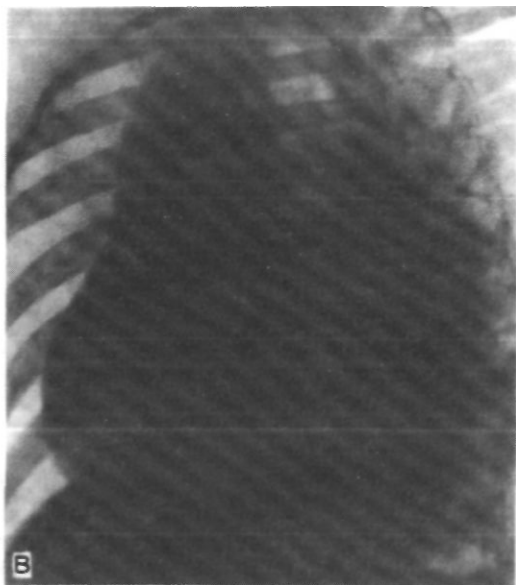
Грудная клетка больной Н. с дефектом аортолегочной перегородки и высокой легочной гипертензией IIIa группы в переднезадней (А), первой косой (Б) и второй косой проекциях (В). Рентгенологические признаки легочной гипертензии, значительное увеличение размеров сердца преимущественно за счет левых его отделов; выбухание дуги легочной артерии.
